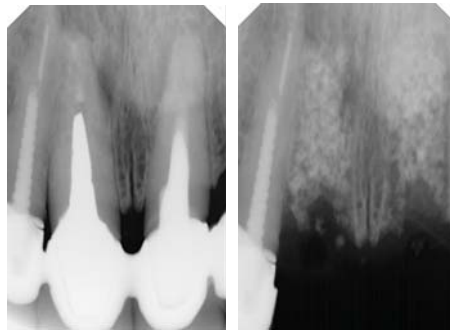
Рентгенограмма пациентки С...43года. а– до удаления 11 и 21, б– после удаления 11 и 21 и заполнения дефектов композицией TriCaFor гиалуроновая кислота + фибриновая мембрана .
